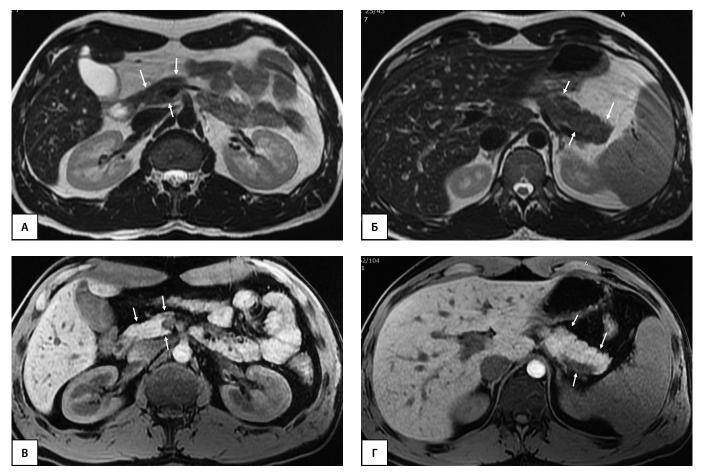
Пациент, 24 года (длительность СД1 4 года). МРТ органов брюшной полости на уровне головки поджелудочной железы (А, В) и на уровне тела и хвоста (Б, Г). А, Б — Т2-ВИ, аксиальная плоскость; В, Г — Т1-ВИ, аксиальная плоскость. Определяется диффузное снижение объема поджелудочной железы, больше изменения выражены на уровне головки (стрелки). ОПЖ=38,1 мл; ОПЖ/ИМТ=38,1/23,4=1,63 мл/(кг/м²); ОПЖ/ППТ=38,1/1,94=19,64 мл/м 2 .
